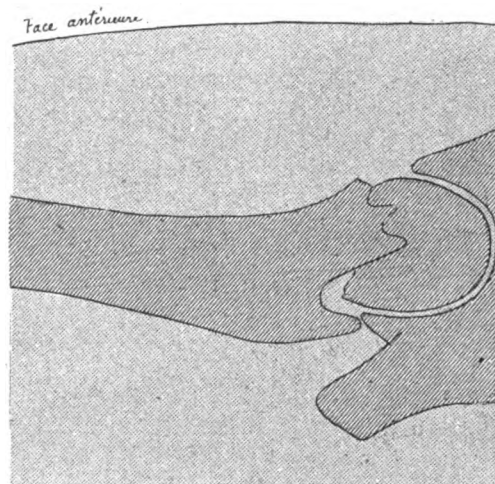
Radiographie de profil de la même pseudarthrose.
